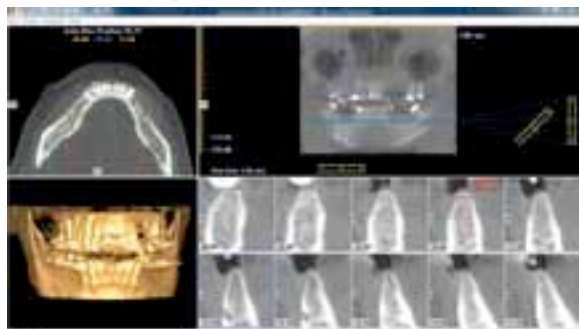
La tomografía computarizada cone beam permite realizar mediciones de la cantidad y calidad ósea.
